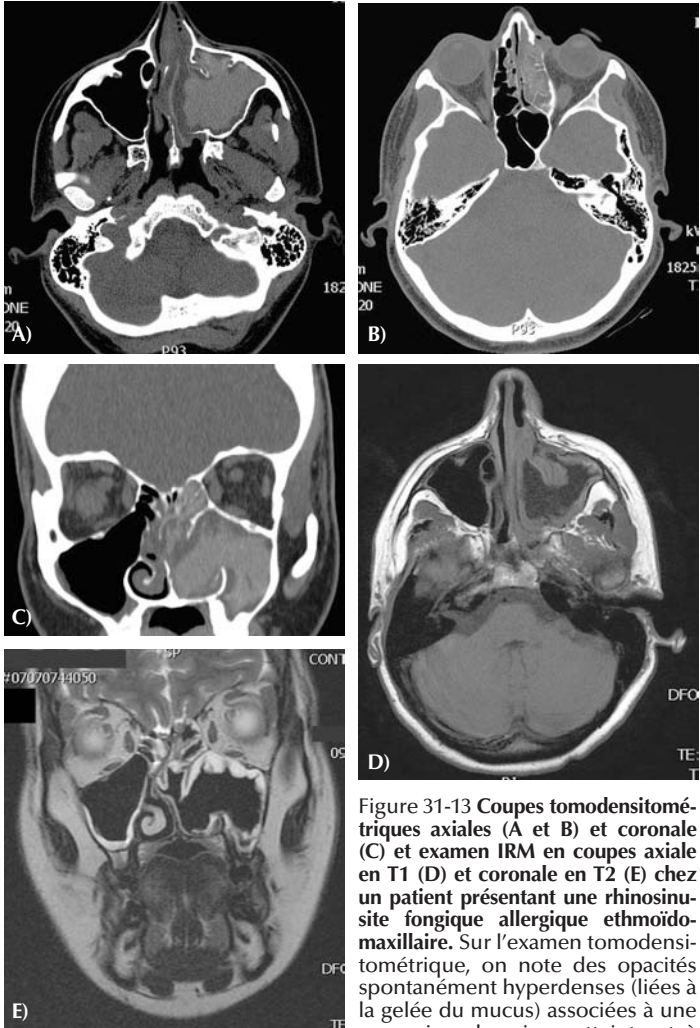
Coupes tomodensitométriques axiales (A et B) et coronale (C) et examen IRM en coupes axiale en T1 (D) et coronale en T2 (E) chez un patient présentant une rhinosinusite fongique allergique ethmoïdo-maxillaire. Sur l'examen tomodensitométrique, on note des opacités spontanément hyperdenses (liées à la gelée du mucus) associées à une expansion des sinus atteints et à
